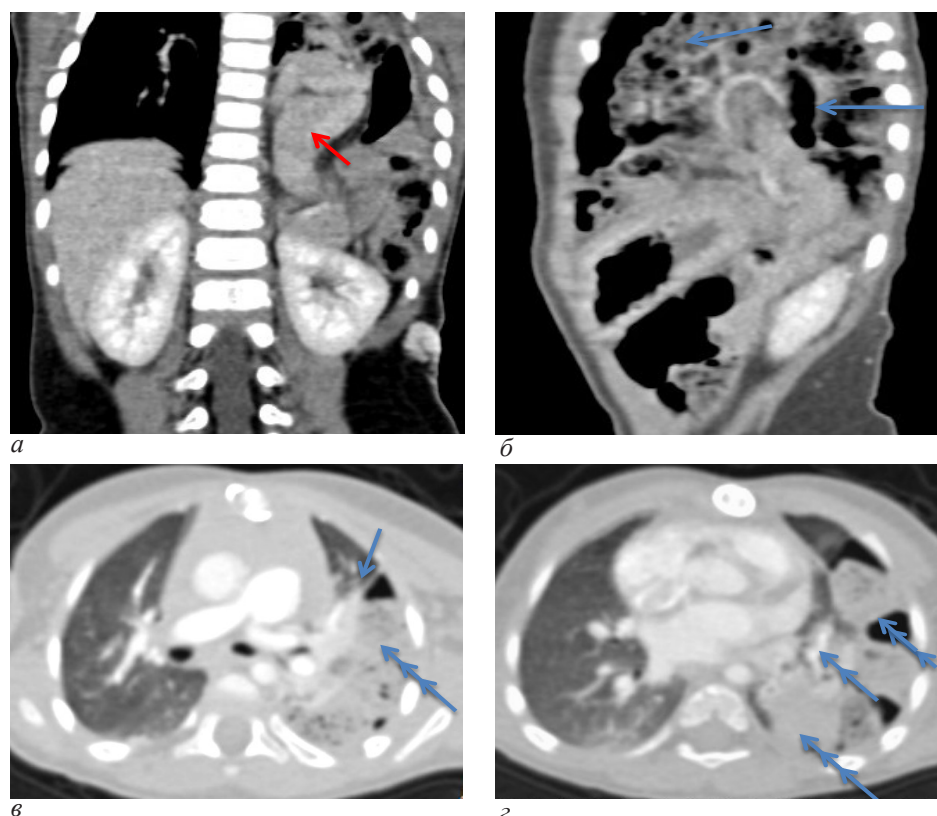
МСКТ-ангиография, реформации в коронарной (а) и сагиттальной (б) плоскости, средостенное окно. Слева в полости плевры визуализируется селезенка (стрелка) и петли кишки (двойная стрелка). Селезенка ротирована (стрелка), ворота открыты латерально, прослеживается ход селезеночной артерии и вены. Пролабирования других органов брюшной полости в грудную полость нет. КТ-срезы в аксиальной плоскости, легочное окно. В полости плевры слева визуализируются селезенка и петли кишки (тройные стрелки). Определяется компрессия нижней доли левого легкого (двойная стрелка), вентиляционные нарушения верхней доли левого легкого (стрелка). Средостение смещено вправо. Металлические скобки на грудице (в, з)
